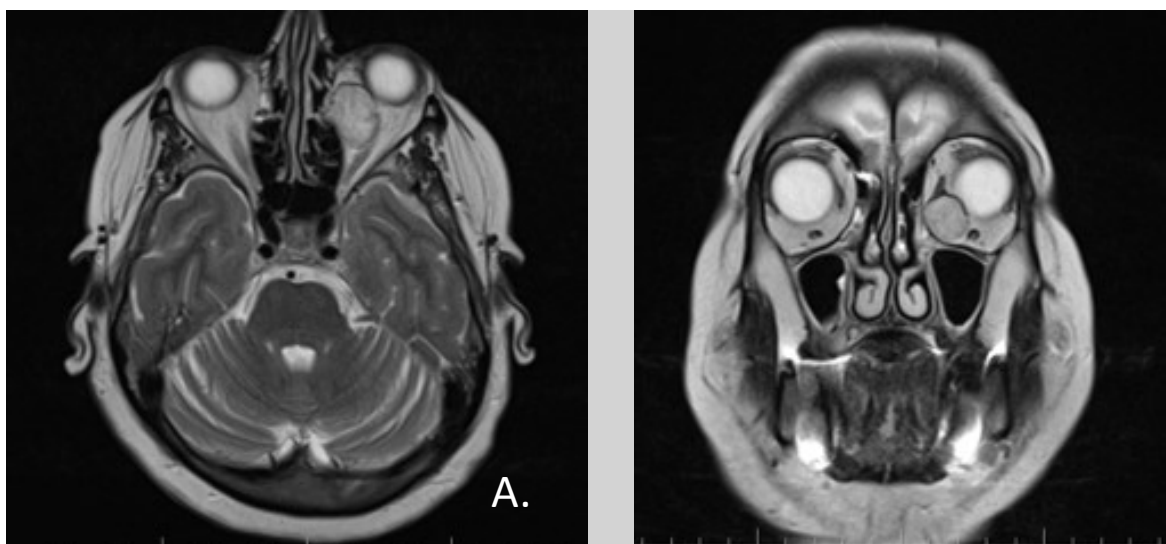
Наблюдение 2. Б-ая К-ва, 64 лет -А. МРТ головного мозга с контрастным усилением. На серии МР-снимков, выполненных в режиме Т2 в аксиальной (А), фронтальной (Б) проекциях образование в левой орбите
